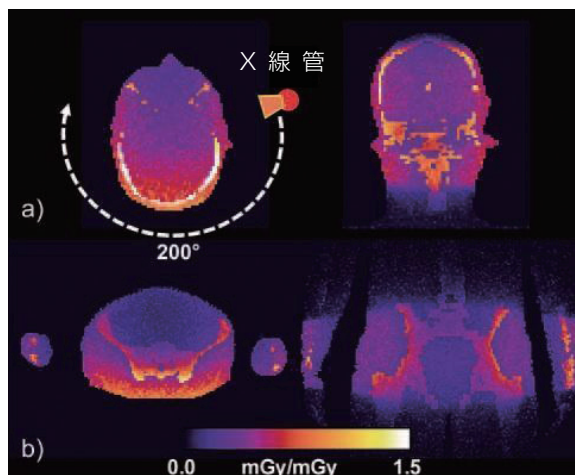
多列検出器 CT と異なり、ほとんどのコーンビーム CT は半分のスキャン角度（ 180° + コーン角）で行われる。したがって、スキャン角度の位置は、患者の線量分布に著しく影響する (Kyriakou ら 2008a)。
